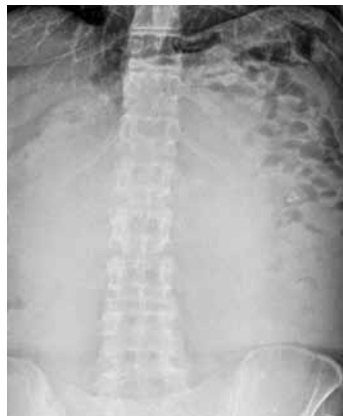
Abdominal radiograph shows an homogenous opacity occupying almost all the abdomen.
